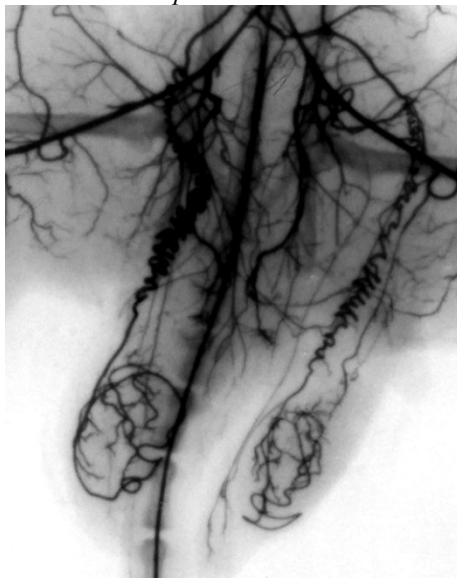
Рентгенангіограма яєчок щурів через сім діб дозованої компресії сім'яного канатика
